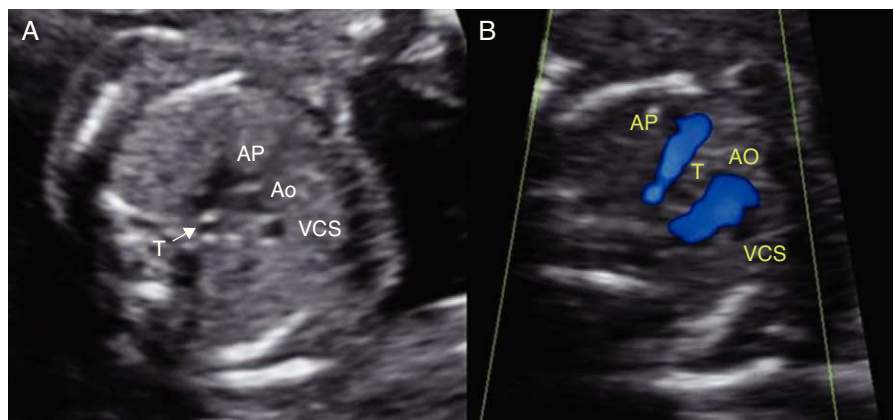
Imagen ecográfica del arco aórtico en el corte axial tres-vasos-tráquea. A) Arco aórtico izquierdo normal (20 semanas de gestación). B) Arco aórtico derecho con Doppler color (arco aórtico derecho); se visualiza el trayecto anómalo del arco aórtico a la derecha de la tráquea (20 semanas de gestación). Ao: aorta; AP: arteria pulmonar; T: tráquea; VCS: vena cava superior.
